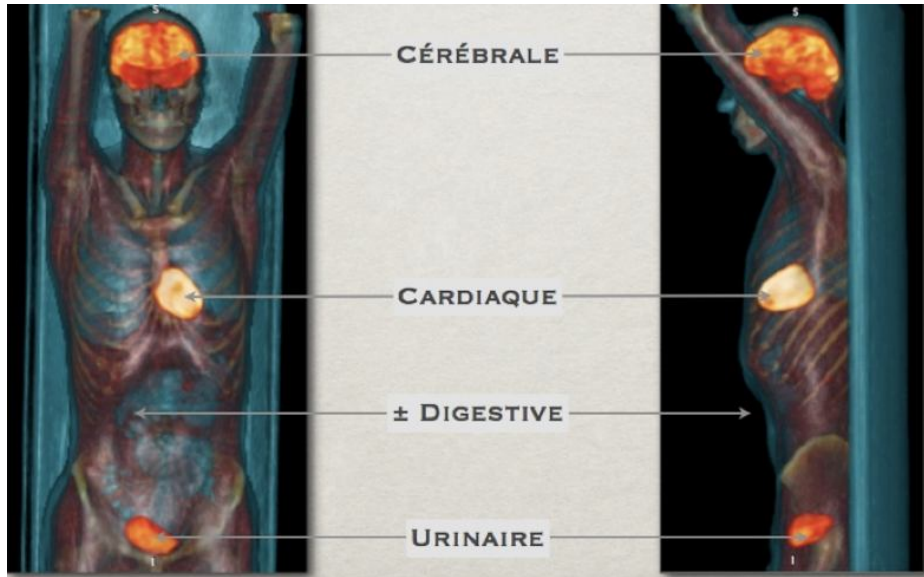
Fixation physiologique du FDG.
